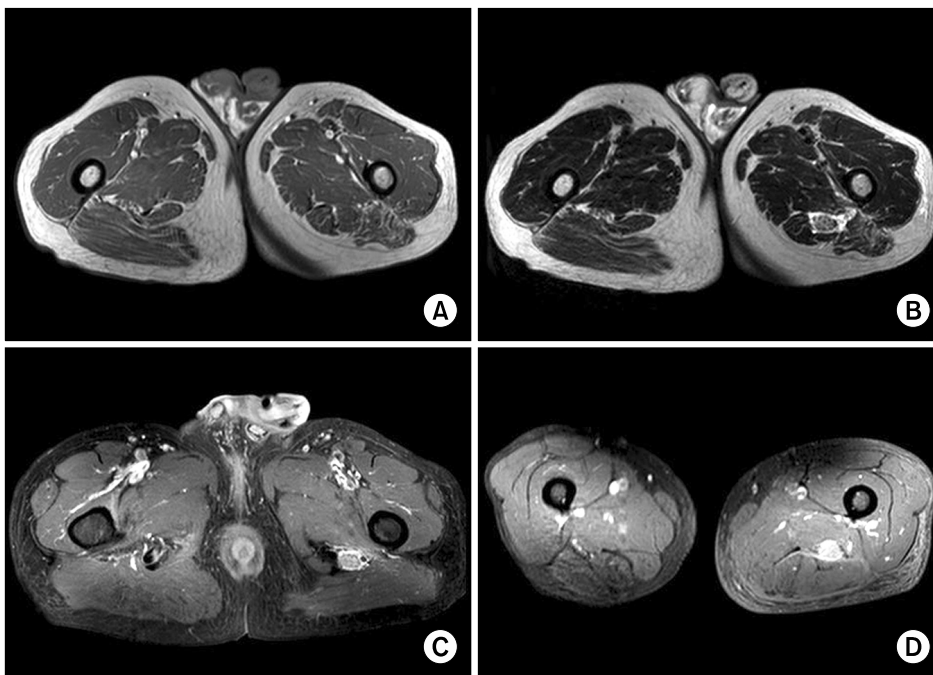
(A, B) Axial MR image of the distal femur shows that a diffuse enlarged sciatic nerve (arrow head) appears to invade and surround the involved nerve. Epineurium and perineurium of the sciatic nerve shows an iso-signal in the T1 images and a high-signal in the T2 images. Diffuse enhancement of lesion suggests nerve infiltration of the lymphoma. (C) T1 axial fat suppression Gd enhancement at the proximal femur. (D) T1 axial fat suppression Gd enhancement at the distal femur.
